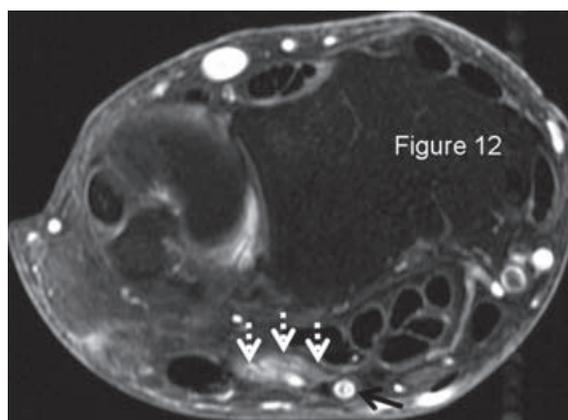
IRM en coupe axiale T1 Fat Sat après injection de gadolinium montrant un volumineux névrome post-traumatique du nerf ulnaire (flèches blanches), refoulant l'artère ulnaire (flèche noire), chez un patient victime 5 ans auparavant d'une plaie par verre du poignet qui avait entraîné la section de l'artère ulnaire, du nerf ulnaire et des tendons des fléchisseurs profonds des 4^e et 5^e doigts.
